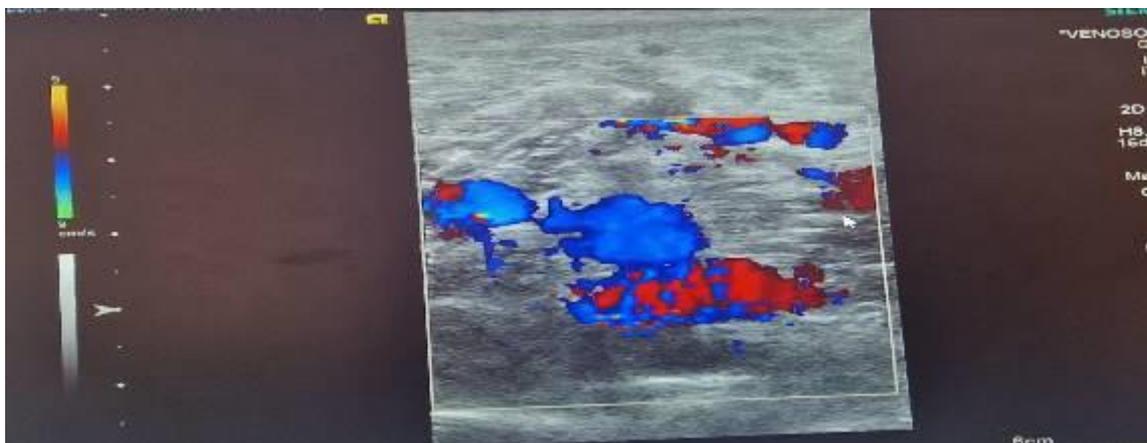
Eco-Doppler regalada de miembro inferior izquierdo donde se objetiva el flujo conservado a nivel de la vena poplítea.
